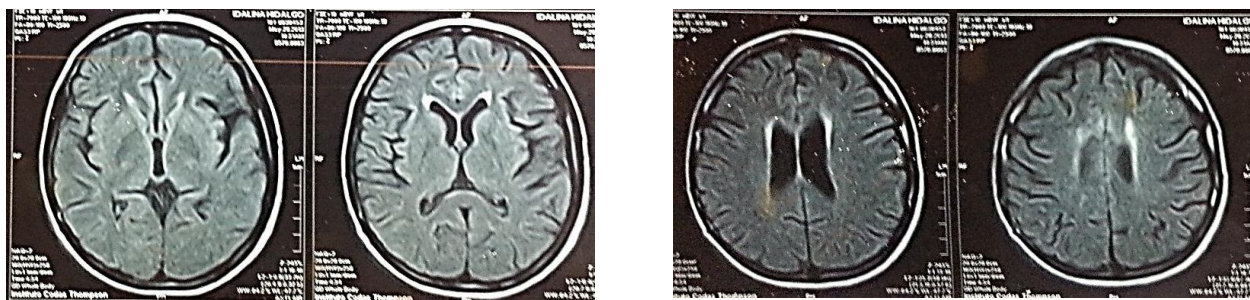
Imágenes de resonancia magnética de cráneo sin rastros del tuberculoma tras 4 meses de tratamiento antituberculoso.
